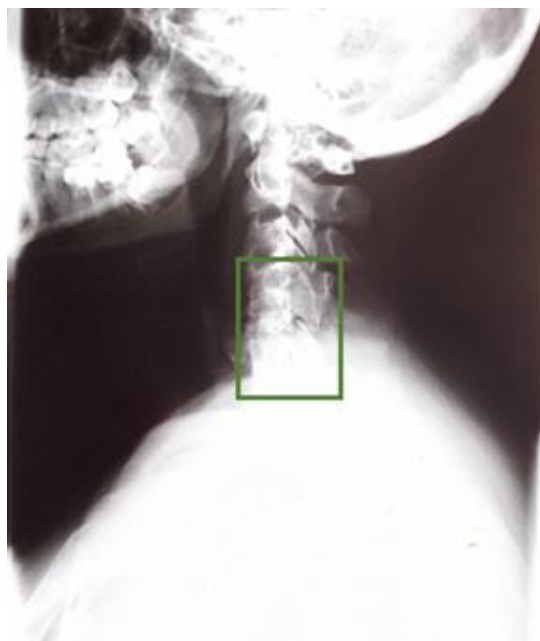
Radiografía lateral de espina cervical donde se encuentra rectificación cervical, espacio intervertebral significativamente estrecho y fusión de cuerpo vertebral adyacentes C4 y C5 (recuadro verde).
